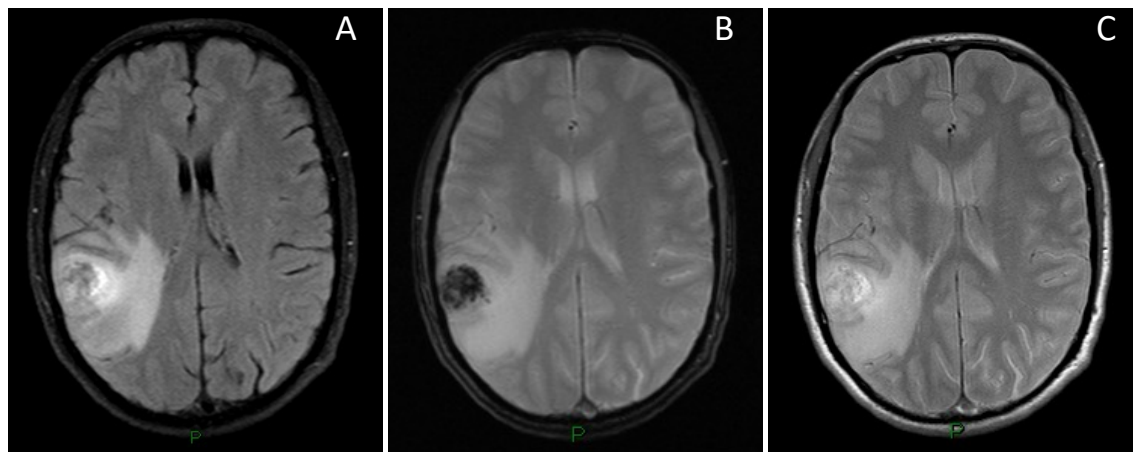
RM CE 22/07/2016 (A-C: FLAIR tirm axial, T2 Hemo axial, T2 axial).
